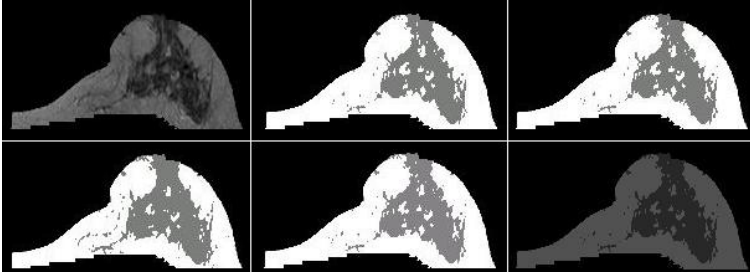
Diferentes segmentaciones de un corte de RM. Arriba (de izquierda a derecha): corte sin piel ni músculo, segmentación por geometría y por Otsu. Abajo (de izquierda a derecha): segmentación por entropía, por C-Means (2 clusters) y por Fuzzy C-Means (2 clusters).*
